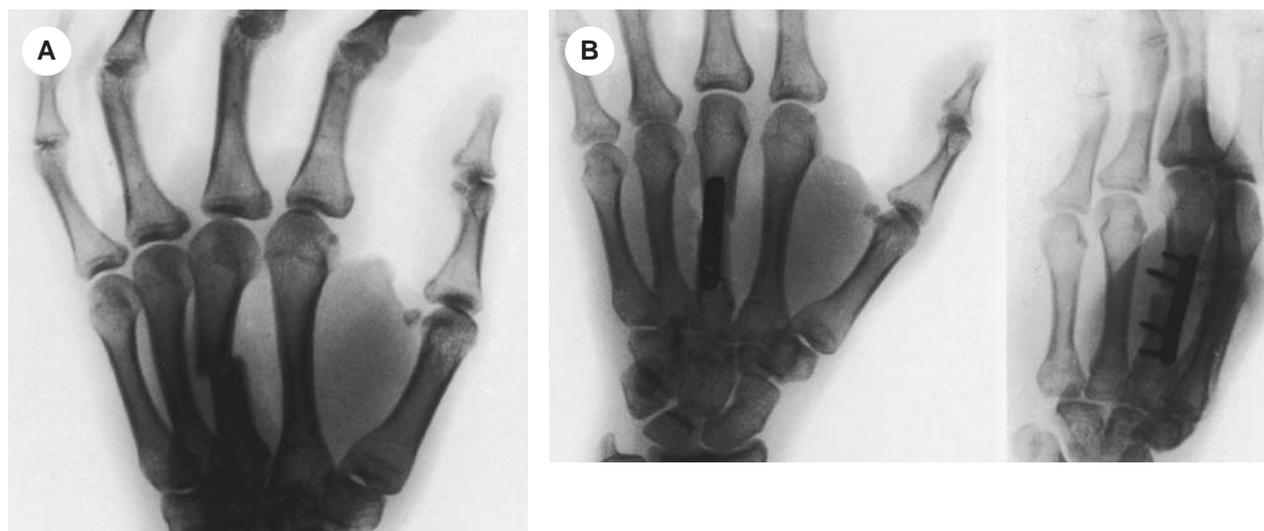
(A) Frattura tronca della diafisi del 3° metacarpale della mano sinistra. (B) Immagine radiografica a tre mesi dall'intervento di osteosintesi con placca di Lubr e viti eseguita in diastasi: la rima di frattura appare ancora evidente.
